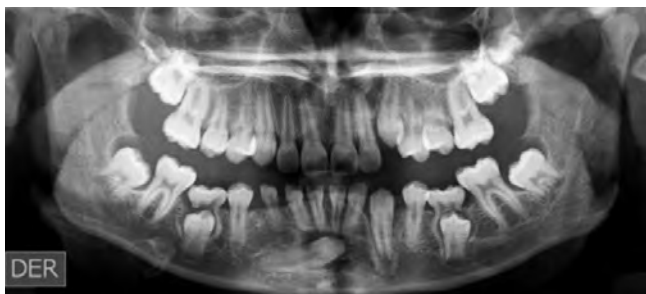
Radiografía panorámica, año 2015. Canino transmigra por debajo de los ápices de los incisivos inferiores.
